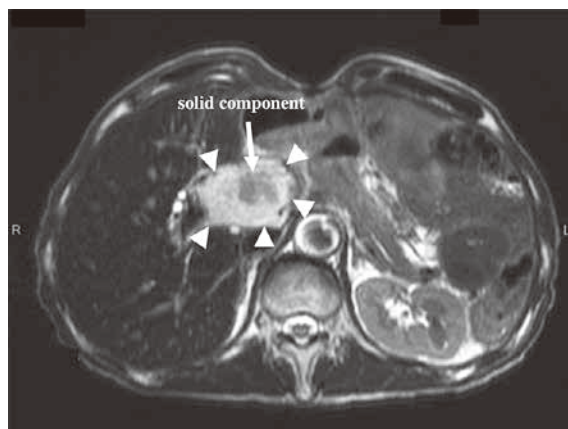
術前MRI画像（T2強調像）。腫瘍内部に一部充実性成分の存在が疑われた（矢頭：再発腫瘍）。
